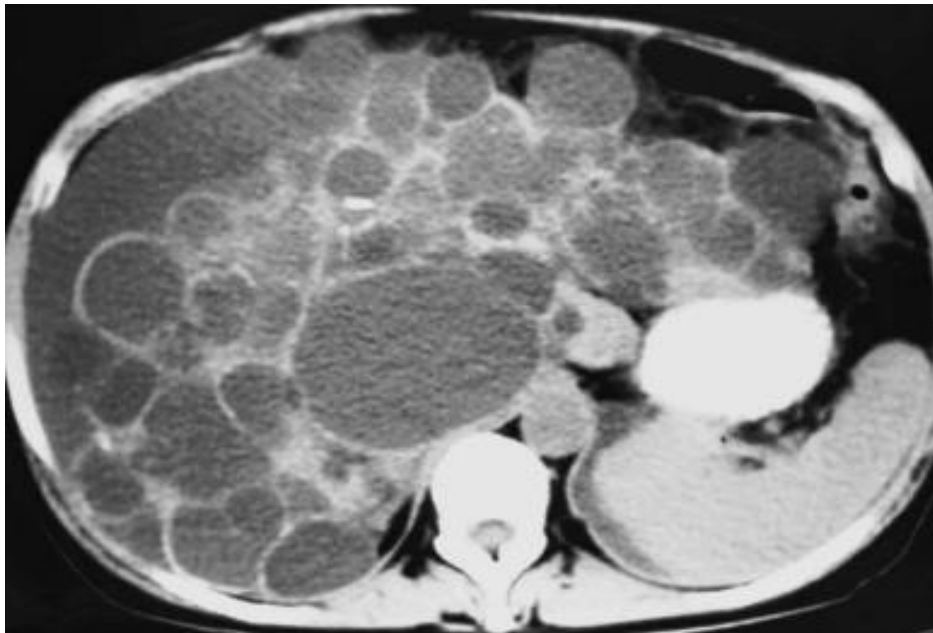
Image de TDM abdominale montrant de multiples lésions hypodenses bien limitées à paroi fine : Polykystose hépato-rénale ; on note la compression de la VCI et la présence d'une ascite péri-hépatique [1].
